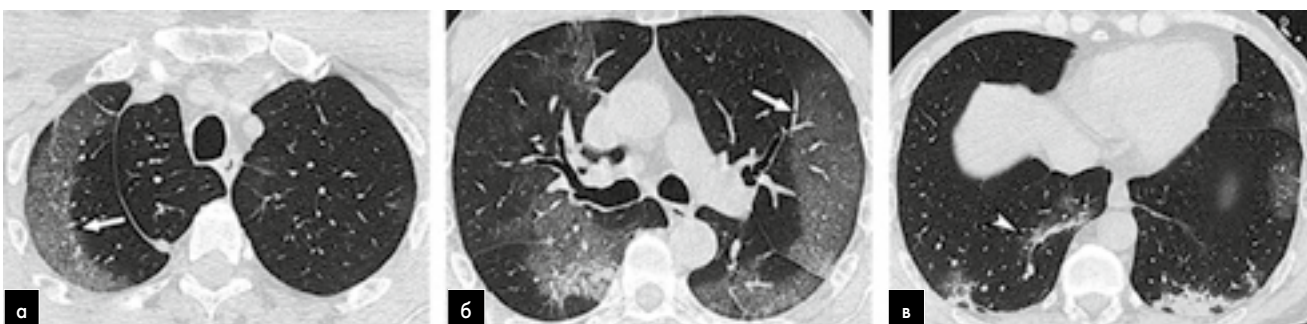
КТ ОГК пацієнта 53 років. «Матове скло» визначається по периферії у верхніх частках обох легень (а, б; показано стрілками), пов'язані з лінійними консолидаціями в нижніх частках (в; показано наконечником стрілки)
